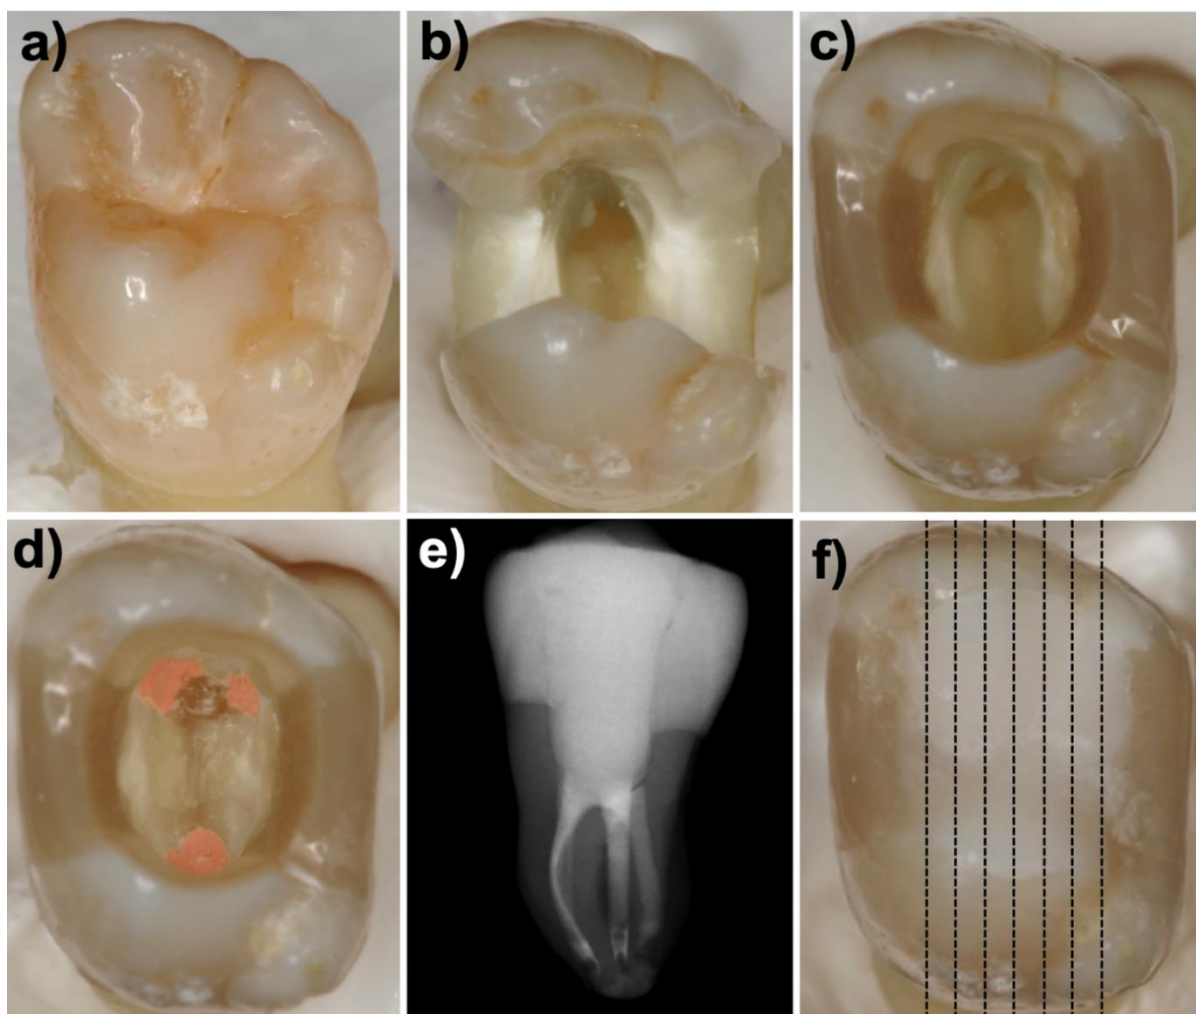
a) Ausgangszustand b) Trepanation und mod-Kavität c) Präendodontischer Aufbau d) Obturation der Wurzelkanäle e) Röntgenkontrolle nach postendodontischem Verschluss f) Postendodontischer Verschluss und orovestibuläre Schnitttrichtung
